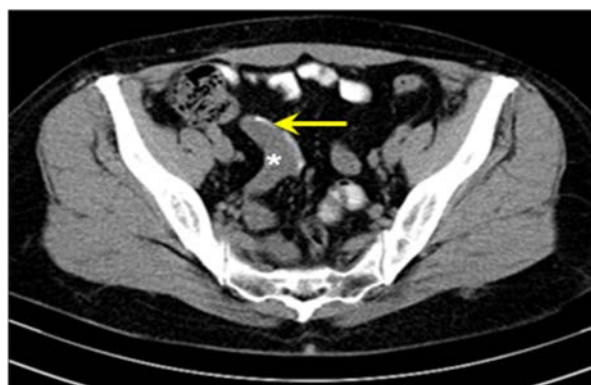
TC denotă apendicele vermicular dilatate (asterisc) cu conținut neomogen în lumen (0-50UH) și calcificări murale (săgeată)
